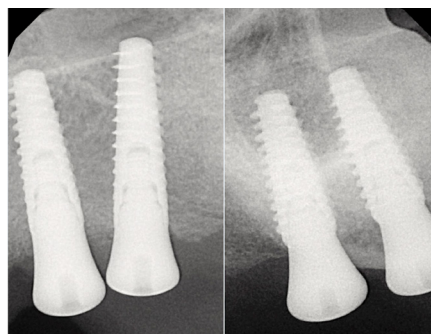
Radiografía después de colocación del implante.
